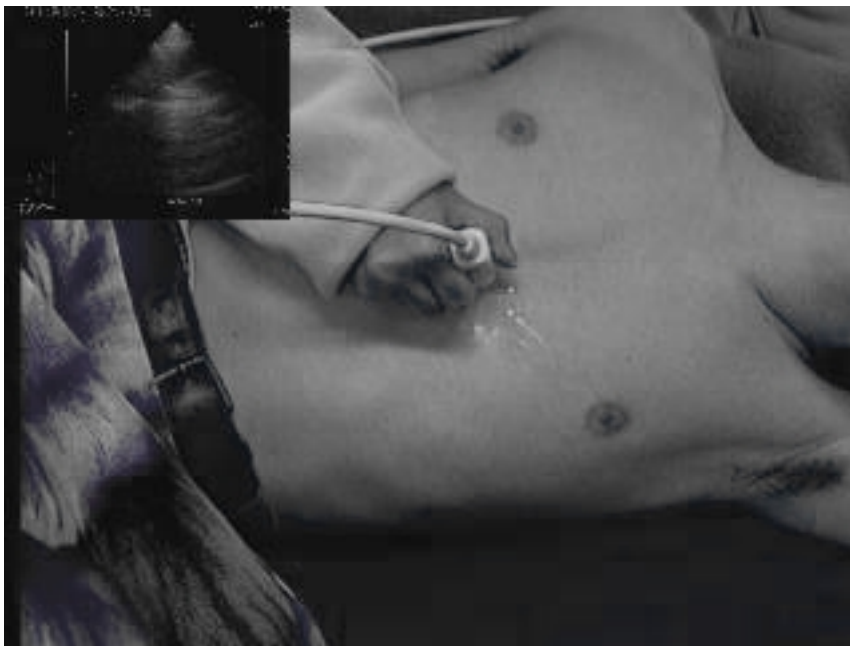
岡山/奈良医用超音波動画像遠隔医療実験 Instruction Mode の伝送画像
